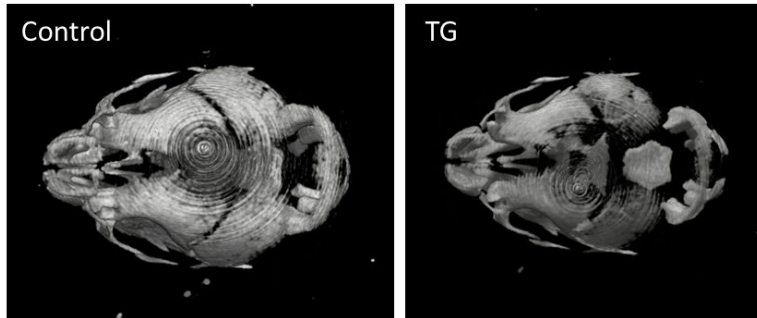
頭蓋部 (頭頂方向) のマイクロ CT 画像
